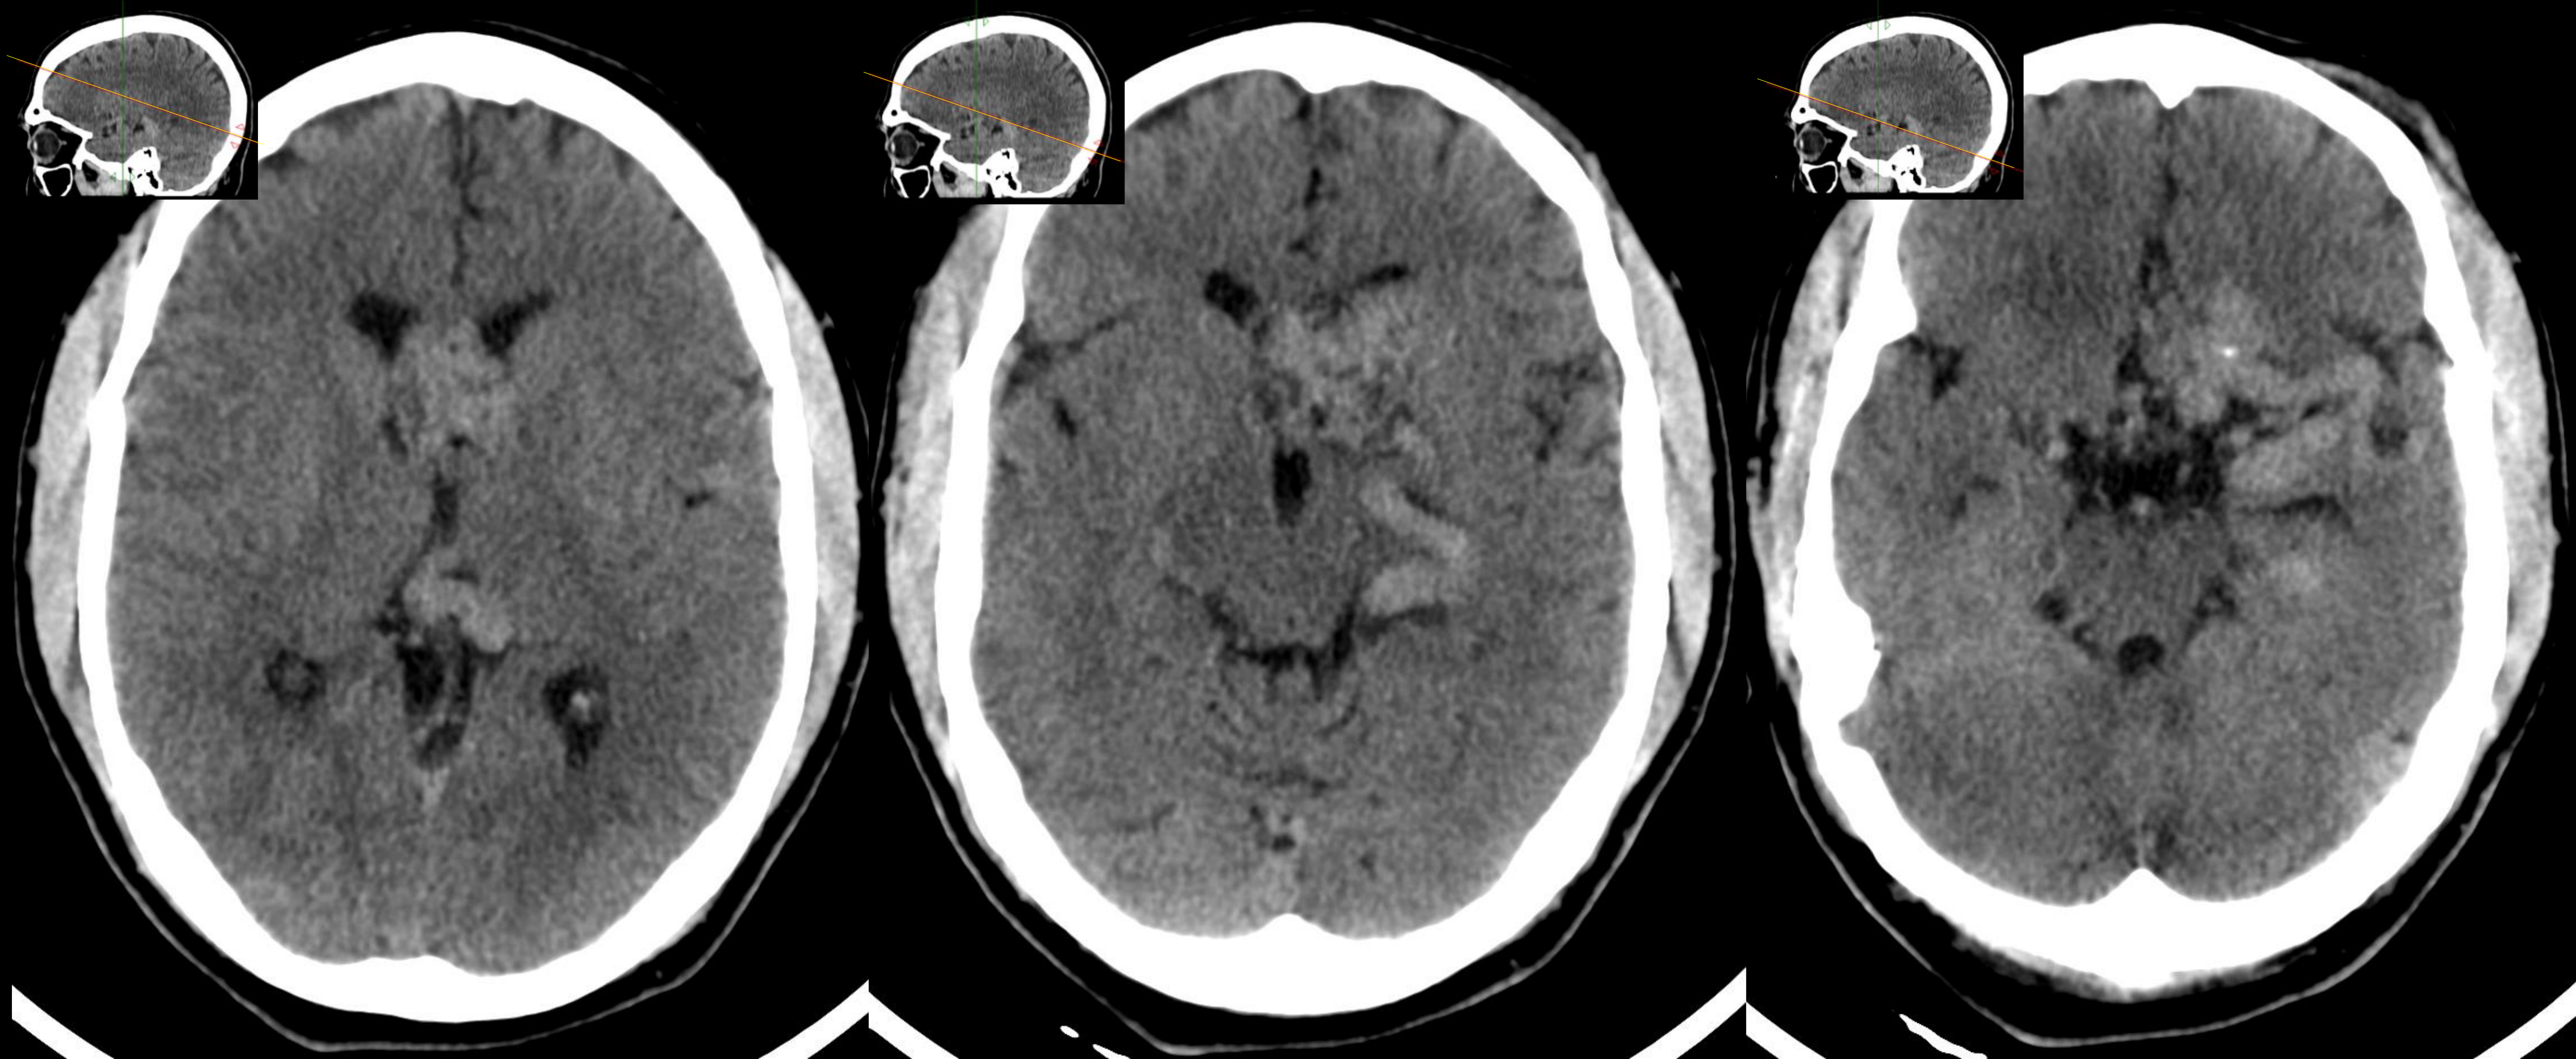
Imágenes de TC axial de varón de 33 años valorado por atención primaria por síncope glasgow4/15 luego recuperación completa. Se realiza TC sin civ.
